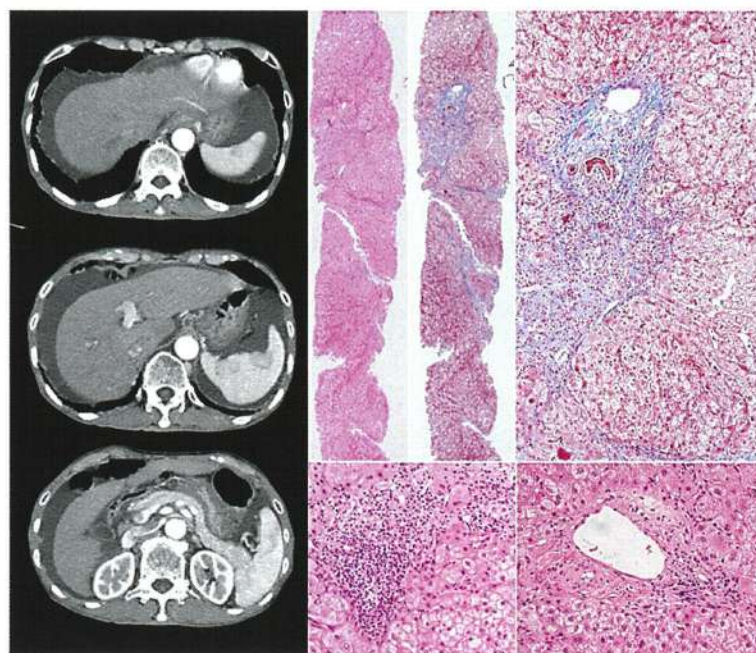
2010年9月の腹部CT検査及び肝生検
